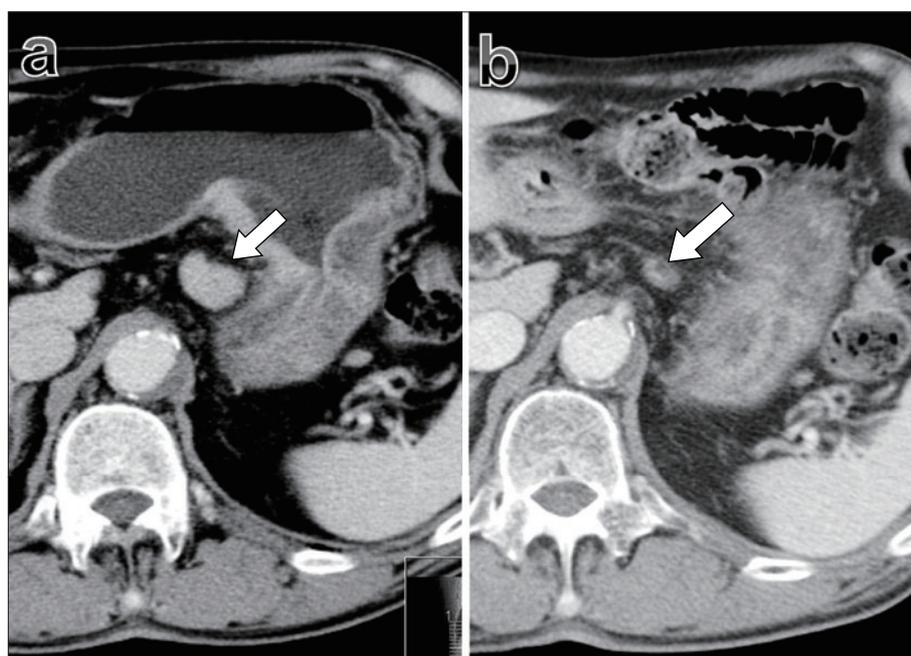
Contrast enhanced CT showed many swollen lymph nodes including the para-aortic lymph nodes and mediastinal lymph nodes (a). After chemotherapy, lymph nodes were significantly reduced in size (b).
